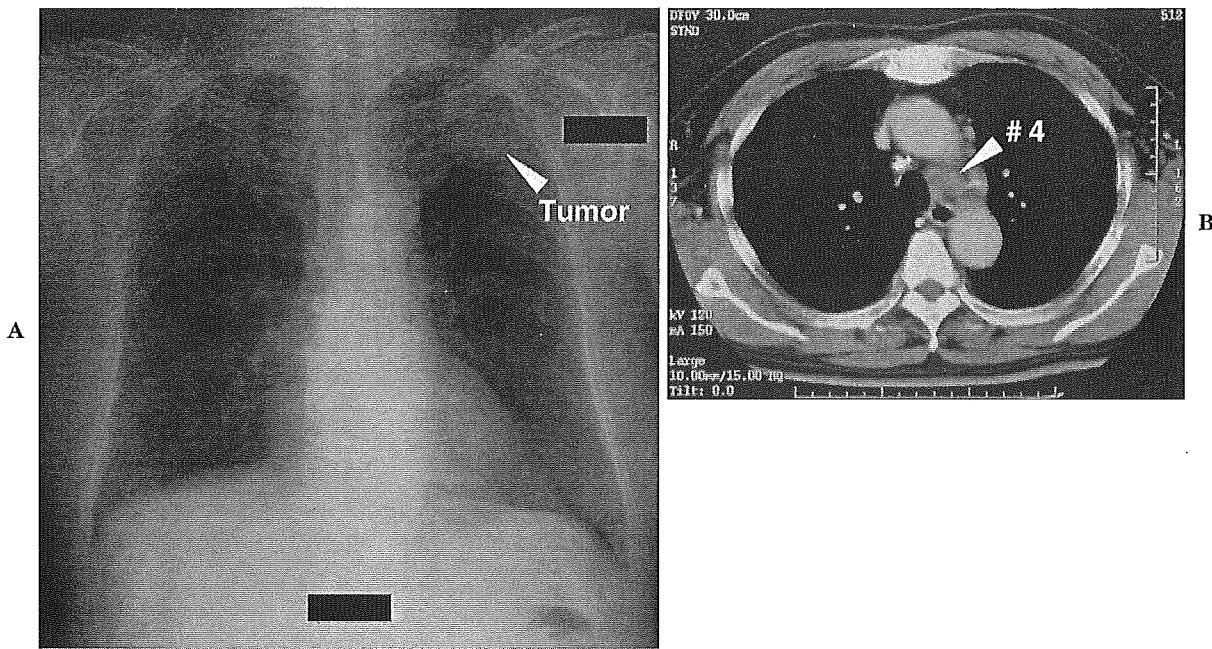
A patient applied for real time endobronchial ultrasound-guided fine needle aspiration (EBUS-FNA). A. Chest X-ray. B. Computed tomographic scan.
